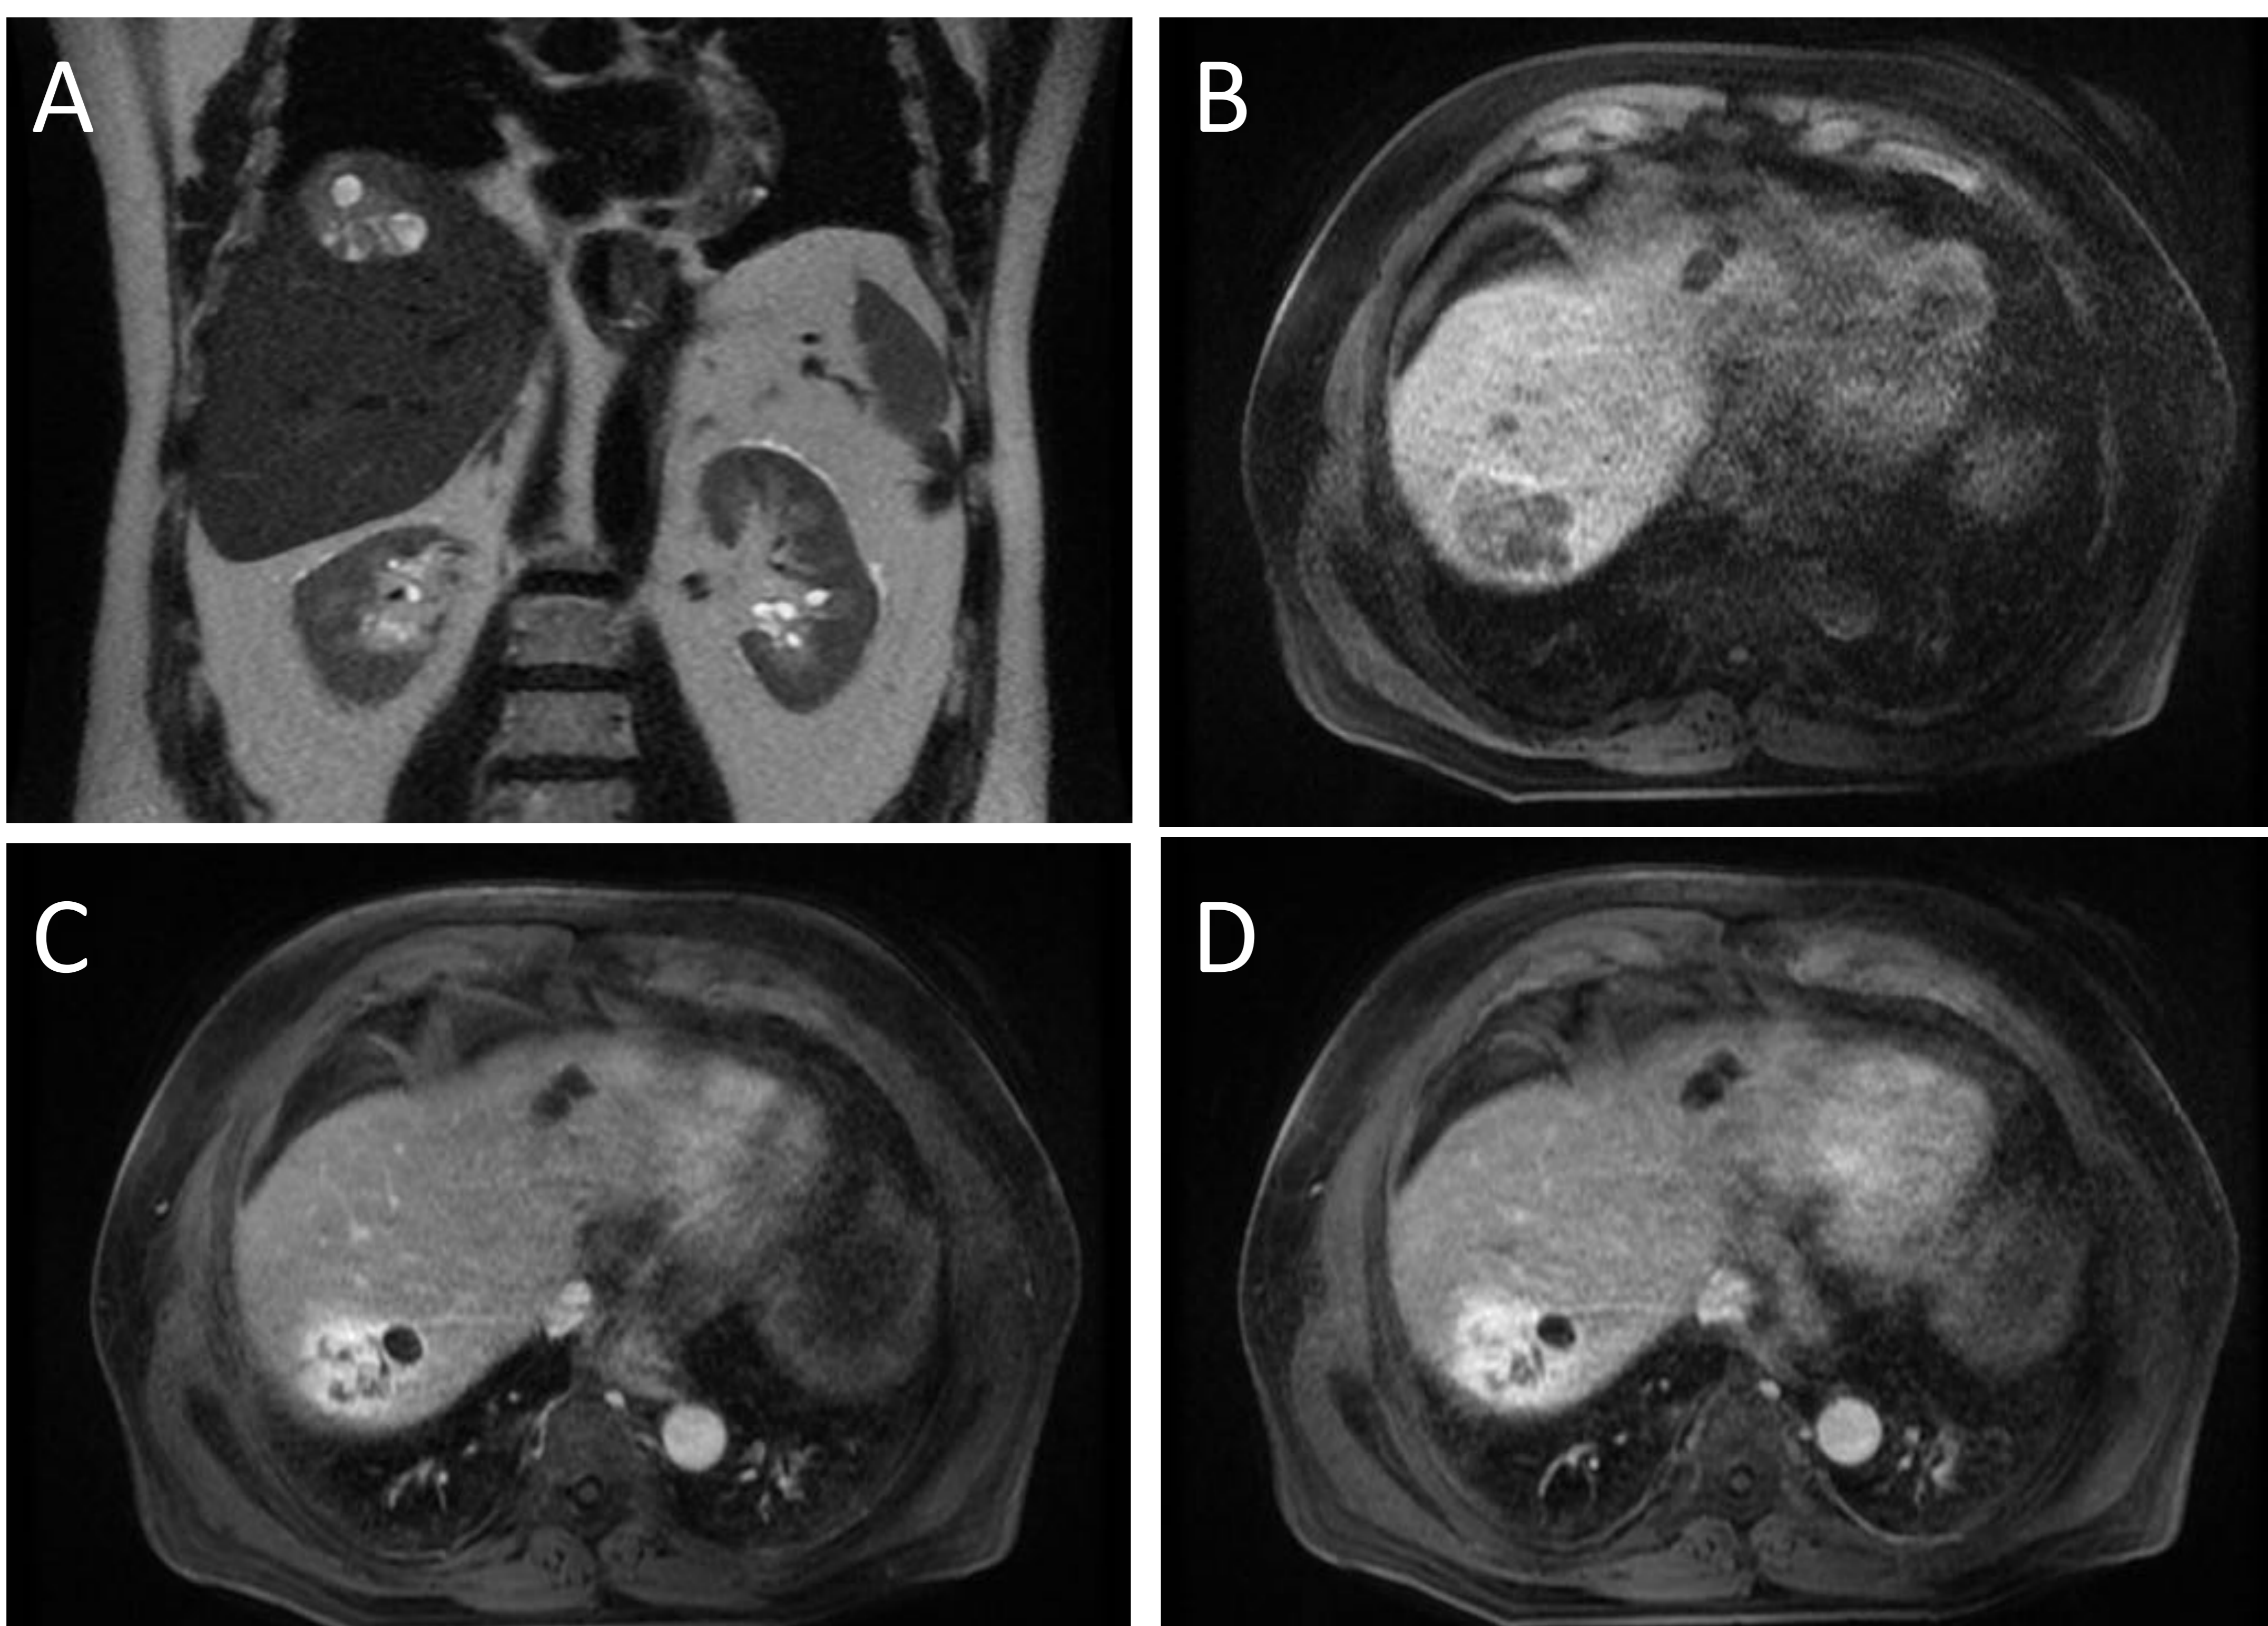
Hemangioma cavernoso quístico en RM: secuencia T2 en plano coronal en la que se observa una lesión hepática que presenta un componente discretamente hiperintenso, con nódulos de mayor señal que corresponden a áreas quísticas (imagen A). En las secuencias T1 con contraste se observa que el componente discretamente hiperintenso de la imagen A realza de manera progresiva (de la periferia al centro) según avanza el estudio dinámico (imágenes B, C y D).
